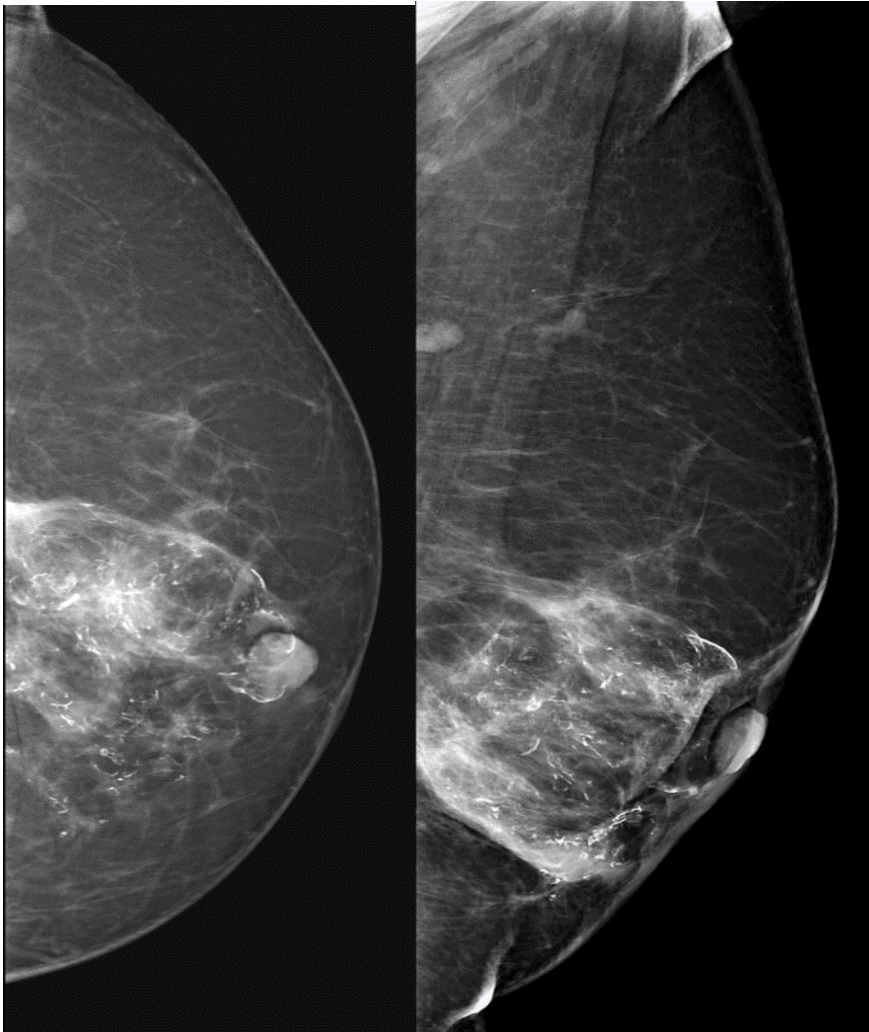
Рентгенологическая форма жирового некроза «жировой некроз в стадии доброкачественной».
